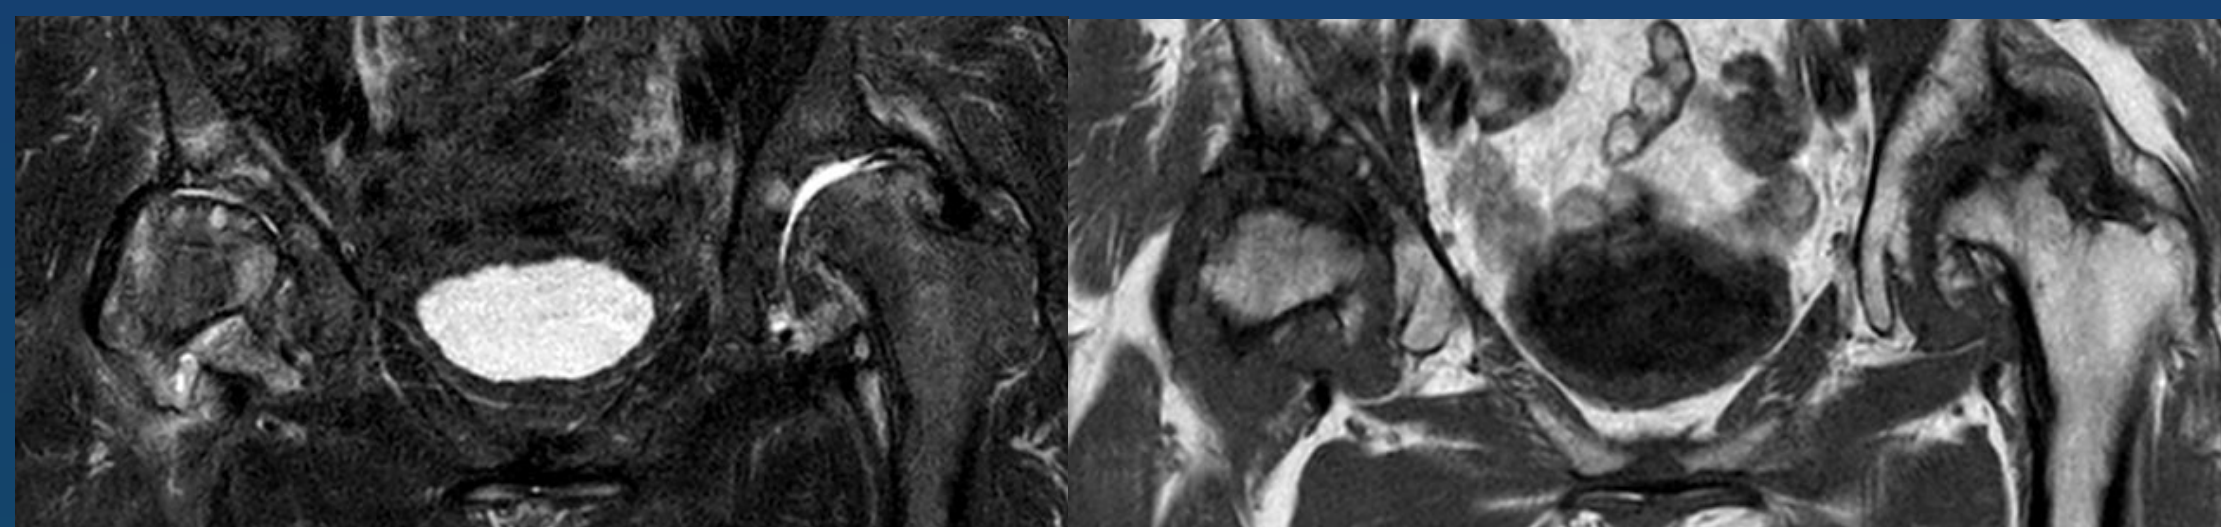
RM de caderas bilateral, corte coronal STIR y T1. NOA avanzada, con evidente alteración morfológica de ambas cabezas femorales, presencia de imágenes redondeadas hiperintensas en secuencias STIR en relación a quistes subcondrales, abundantes fenómenos productivos marginales y edema óseo difuso.
